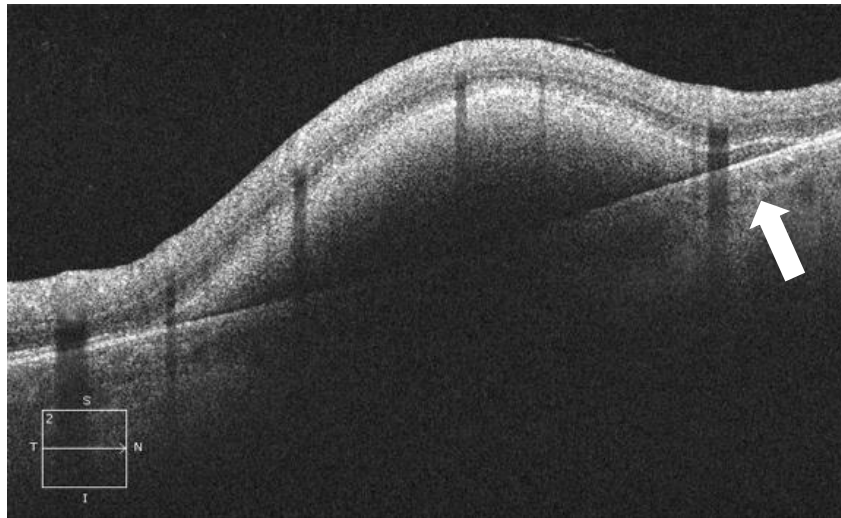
Пациент А., 20 л., ИБ Г92353\14 ОС контузия глазного яблока, субретиальное кровоизлияние, отслойка нейроретина. Visus OS = 0,8 с коррекцией. ОКТ-изображение: визуализируется объемное субретиальное кровоизлияние и отслоение нейроретина (указано стрелкой).
